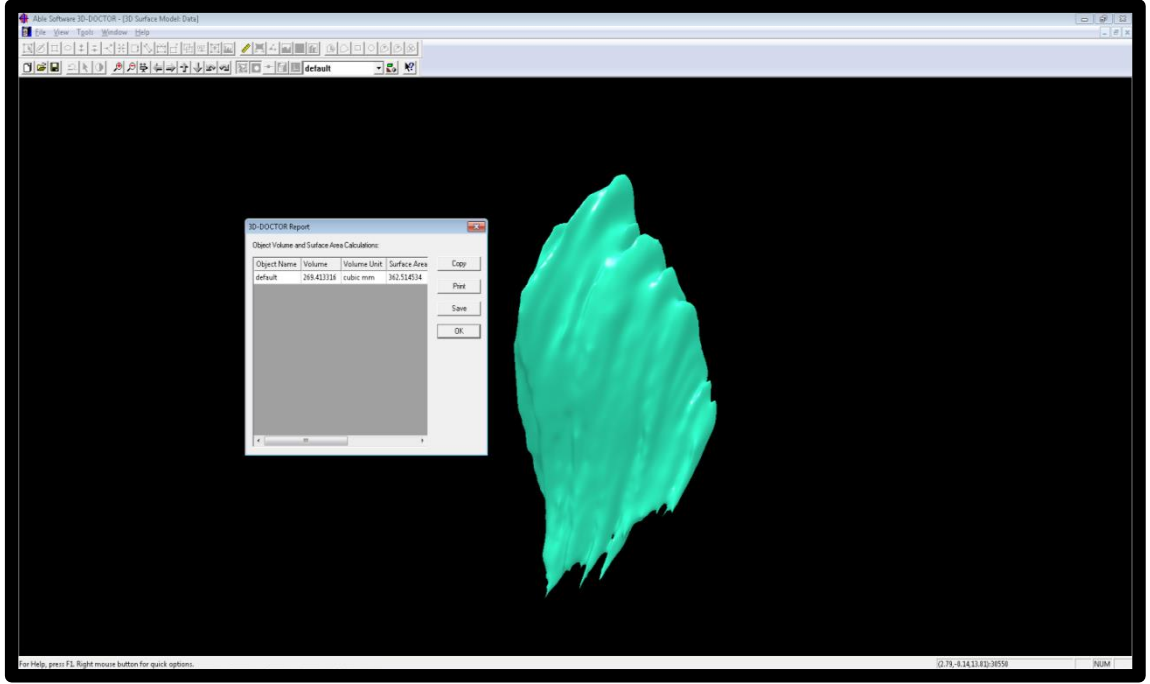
Çekilen tomograflerin 3d-Doctor yazılımına aktarılması
